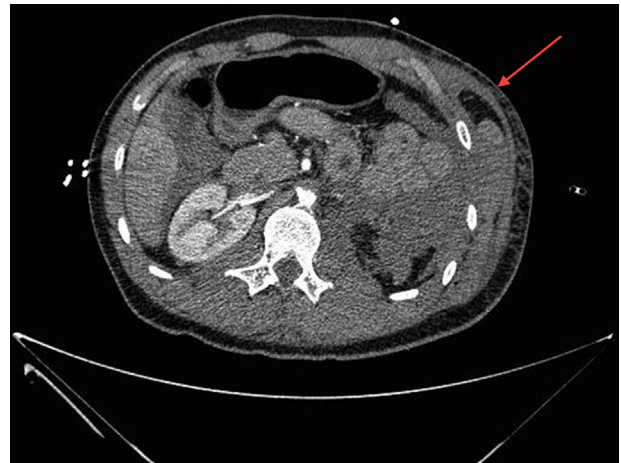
TC abdominal (corte axial). Herniación de asas de intestino delgado a nivel del noveno espacio intercostal.
